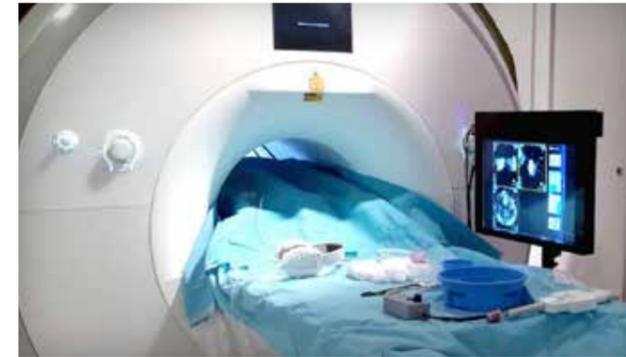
Setup der interventionellen Magnetresonanztomographie
